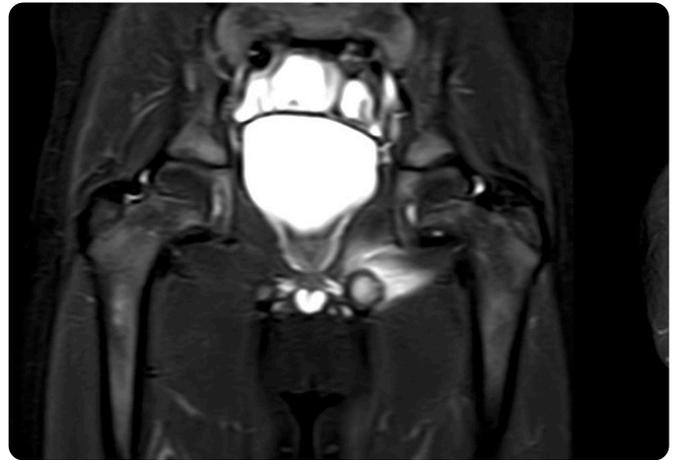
RM de pelvis, secuencia coronal y axial STIR. Prominencia de la sincondrosis isquiopúbica izquierda asociada a aumento de la señal en la médula ósea y tejidos blandos adyacentes.
